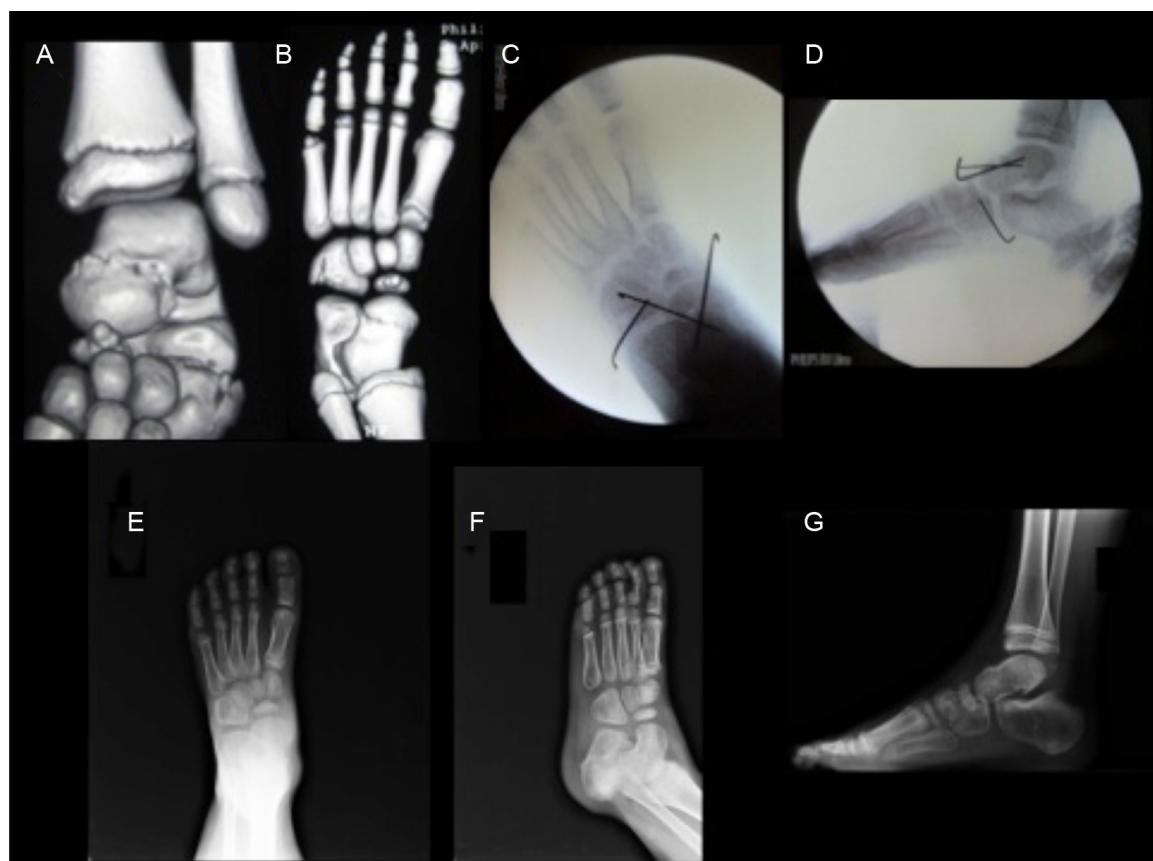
A e B, reconstrução 3D de tomografia computadorizada que evidencia fratura com desvio da transição colo/cabeça do tálus e encurtamento da coluna lateral devido a fratura do cuboide; C e D, radiografia anteroposterior e de perfil pós-operatória de fixação com fios de Kirschner das fraturas do cuboide e do tálus; E, F e G, radiografia anteroposterior, de perfil e oblíqua do pé no pós-operatório tardio.
